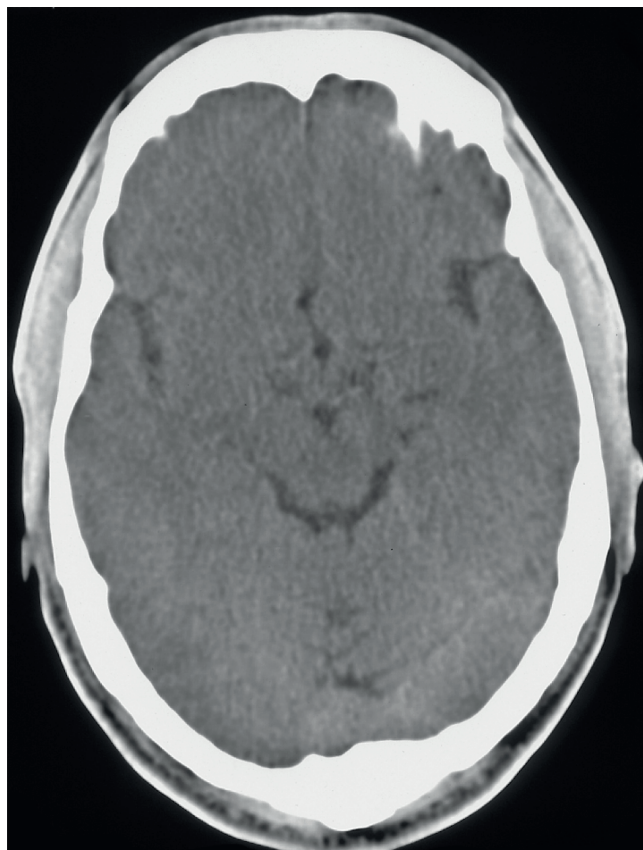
TC craneal normal
